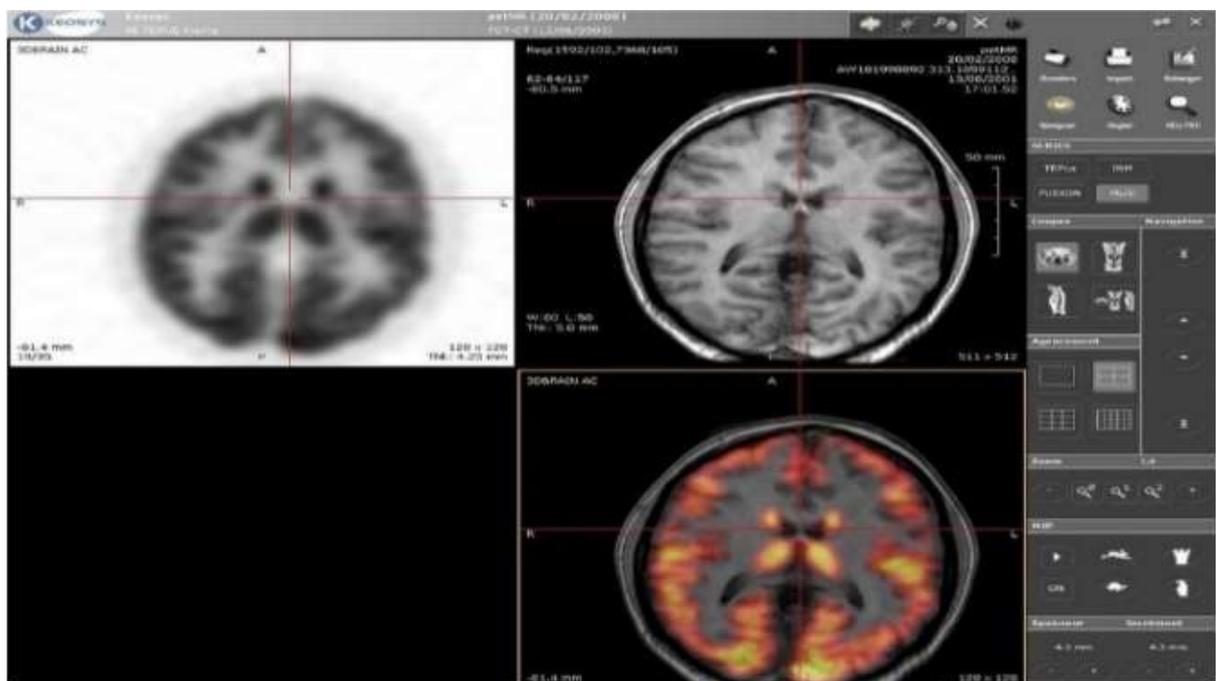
coupe transversale du cerveau captée par la TEP-IRM
